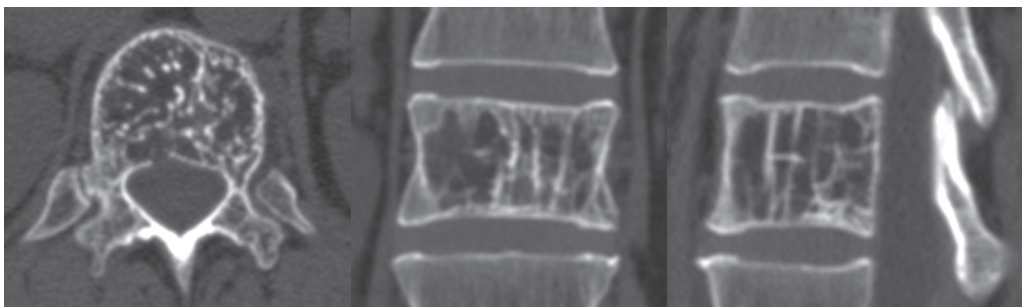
КТ-сканы Th12 позвонка больного А. до операции
